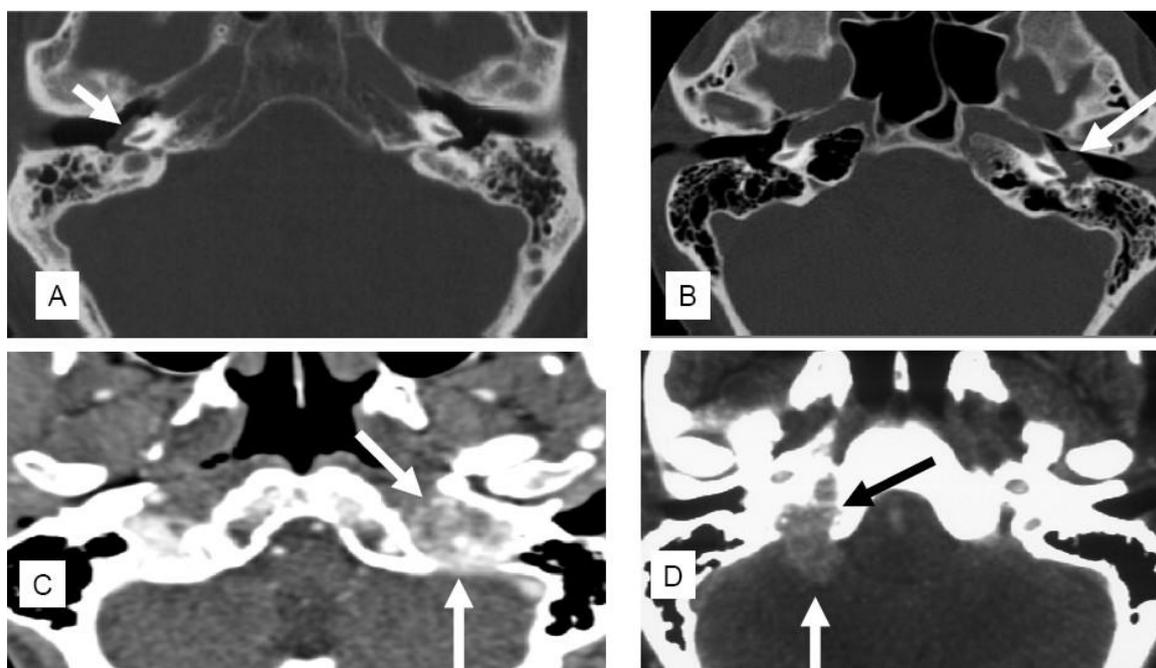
岩骨区颅底血管球瘤。根据Fisch分型阶段（A到D）。阶段A和B的肿瘤源于鼓室，C和D肿瘤源于颈静脉球。A: 右侧鼓室Fisch阶段A肿瘤，在中耳区CT的水平投影。B: 左侧鼓室Fisch阶段B肿瘤，在中耳区CT的水平投影。C: 左侧颈静脉球Fisch阶段C肿瘤，在中耳区CT的水平投影。D: 右侧颈静脉球Fisch阶段D肿瘤，在中耳区CT的水平投影。图片来源于Offergeld et al Clinics 2012;67(S2). 均获得了出版者的同意（详见参考文献）。
